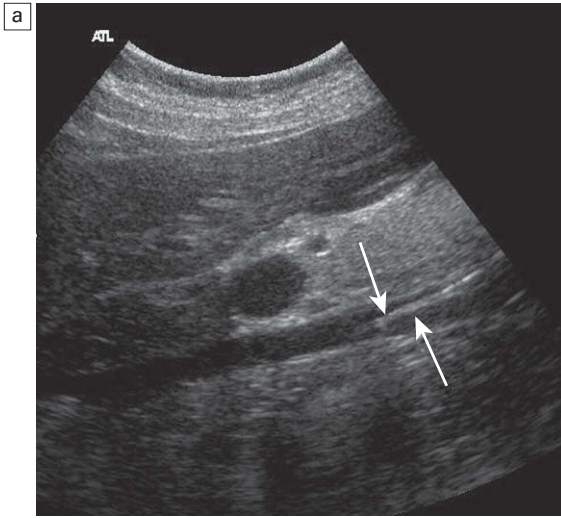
a) Imagen en tiempo real de una vena cava inferior que contiene un filtro en su segmento inferior; b) Imagen de Doppler color del mismo paciente con un filtro de cava. El cambio del color refleja el cambio del ángulo del Doppler al pasar la sangre a través del sector de exploración.
